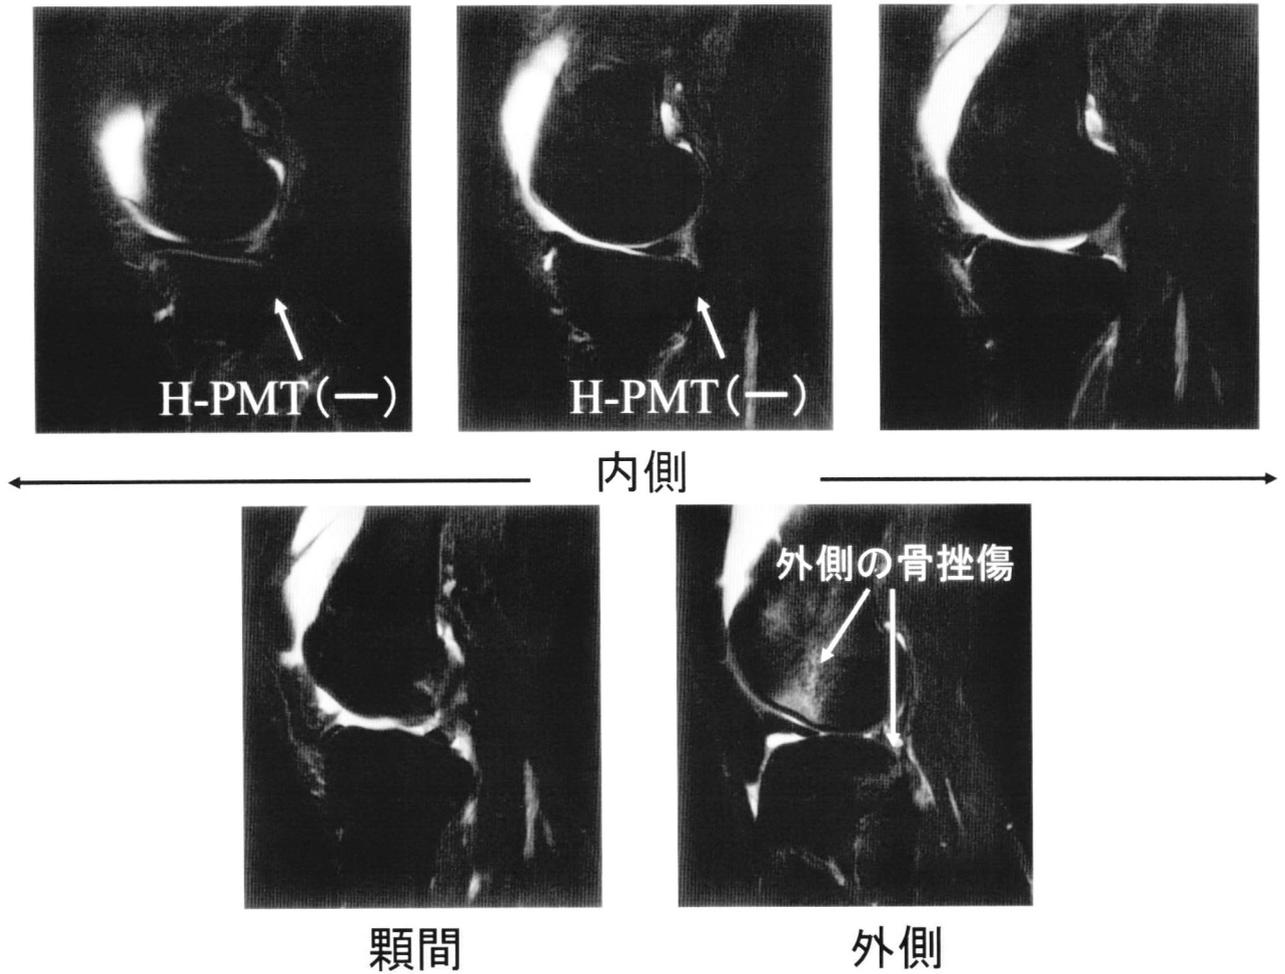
H-PMT(-)のMRI像(脂肪抑制T2強調像)
